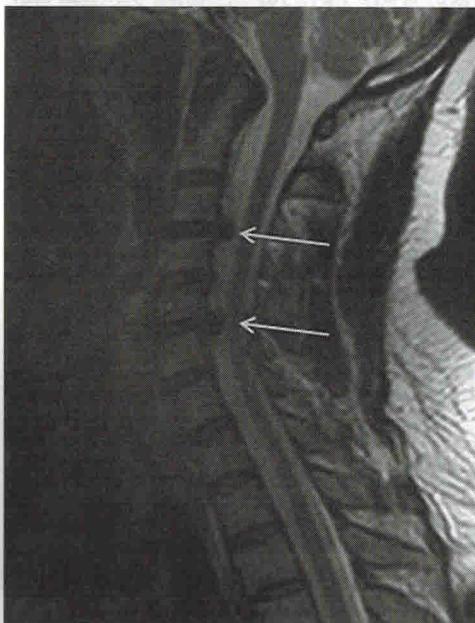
Магнитно-резонансная томограмма шейного отдела позвоночника. Остеохондроз
